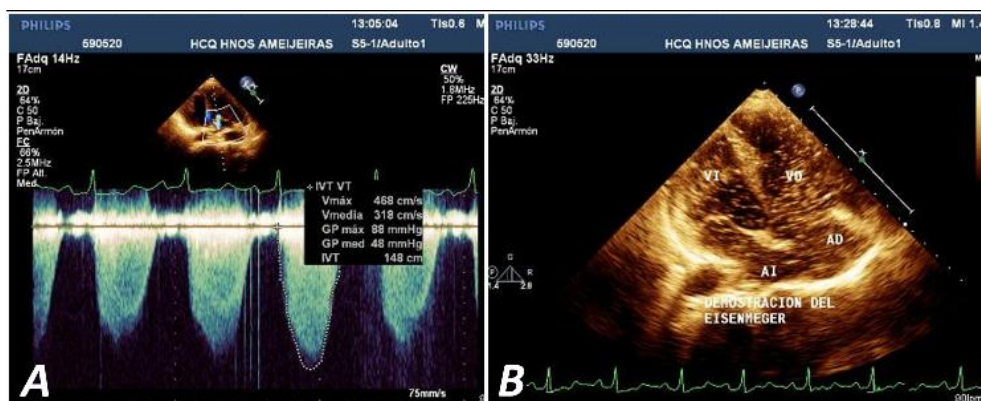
A. Continuous wave Doppler spectrum showing gradients of tricuspid regurgitation. Type IV pulmonary curve. B. Passing of saline contrast to left cavities after intravenous injection, demonstrating shunt inversion (Eisenmenger's syndrome). VI, left ventricle; AI, left atrium (by its acronym in Spanish).
